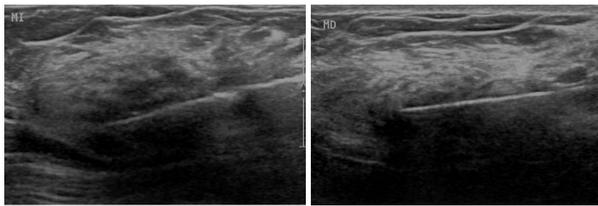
BAG guiada por ecografía (14G) de las lesiones bilaterales.
